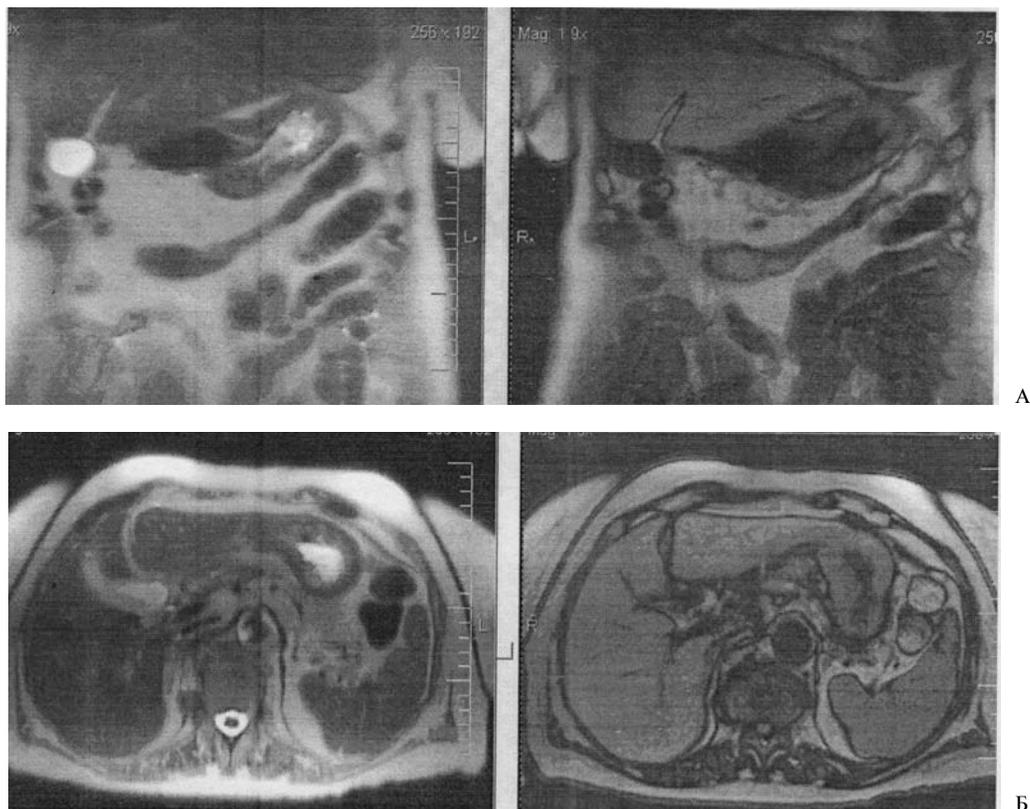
Серия МРТ желудка в коронарной (А) и аксиальной (Б) проекциях в T1 и T2 взвешенном изображениях. Преимущественно в теле желудка, пораженном инфильтративной опухолью, определяется циркулярное утолщение желудочной стенки с неровностью внутреннего контура, нарушением нормальной структуры, изъязвлениями поверхности, прорастанием всех слоев стенки в печень, тело и хвост поджелудочной железы.
